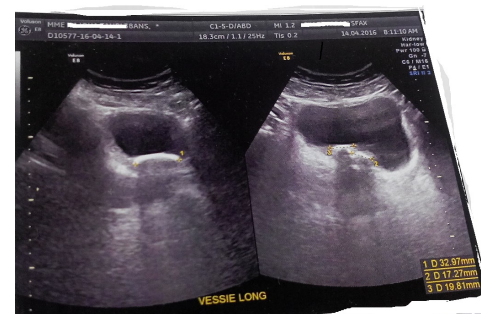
Cliché d'échographie montrant la vacuité utérine et le calcul en intra-vésical.
